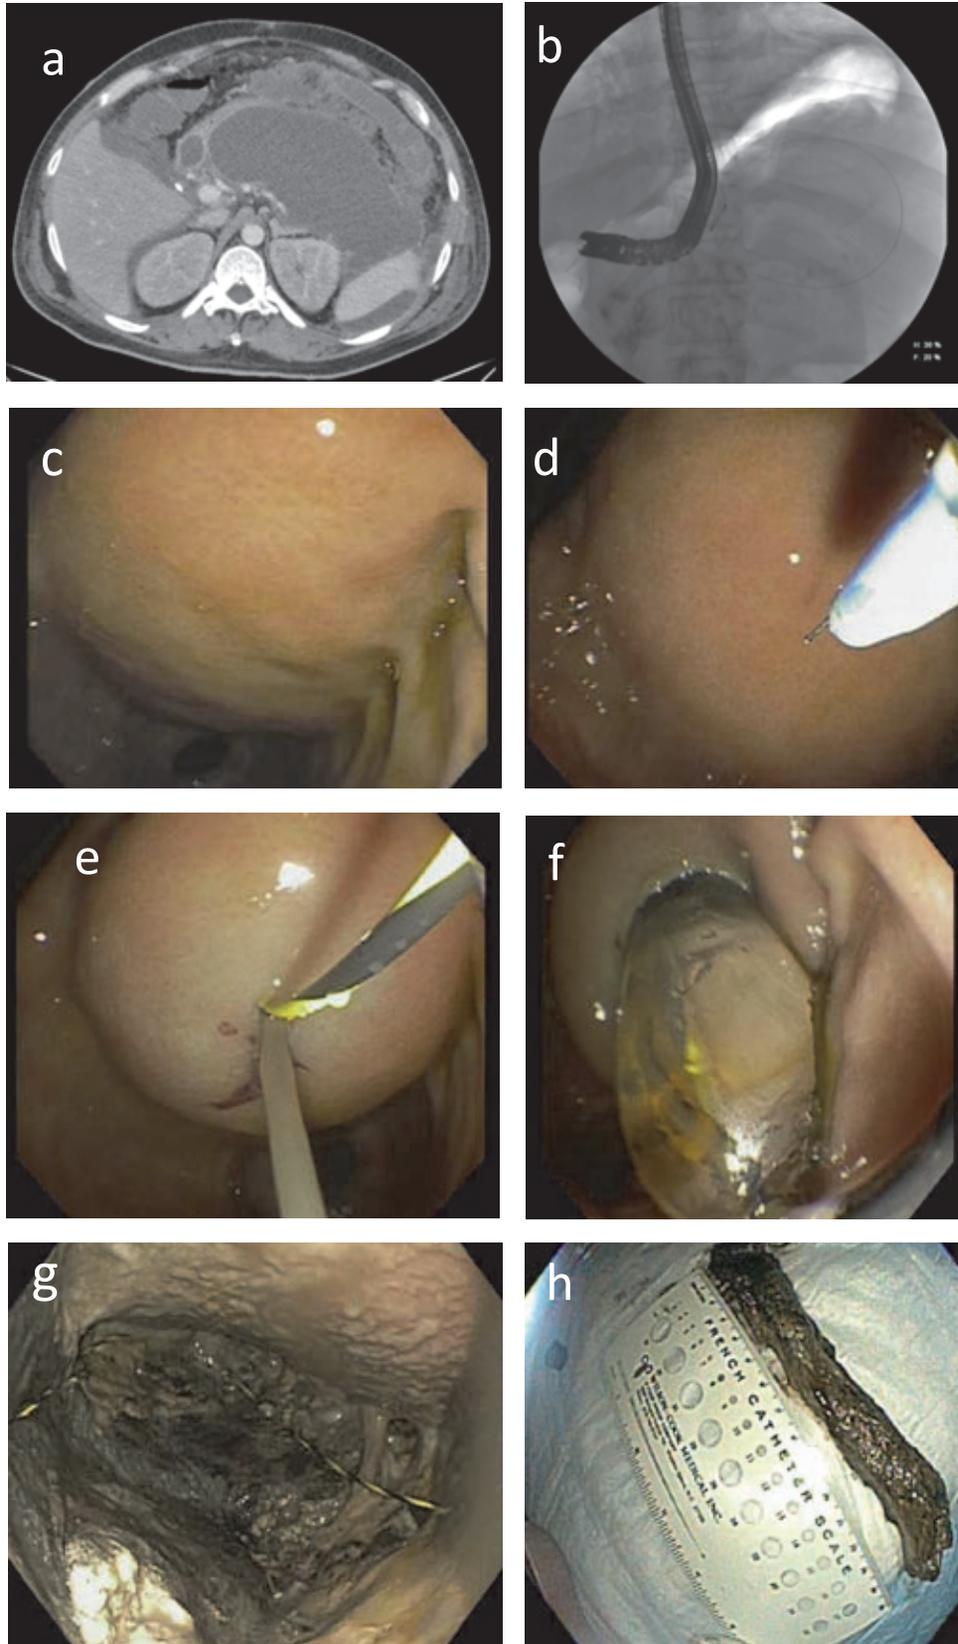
Necrosectomía endoscópica: (a) necrosis pancreática organizada visualizada en tomografía abdominal, (b) acceso trans-gástrico del la cavidad pancreática, se puede observar la guía en el interior, (c) protuberancia visible en la pared posterior del estómago, (d) incisión con bisturí (needle knife) endoscópico en la pared del estómago, (e) punción y colocación de alambre guía, (f) dilatación de el tracto con un balón esofágico de 20 mm, (g) acceso a la cavidad pancreática retroperitoneal, (h) necrosis pancreática extraída.
